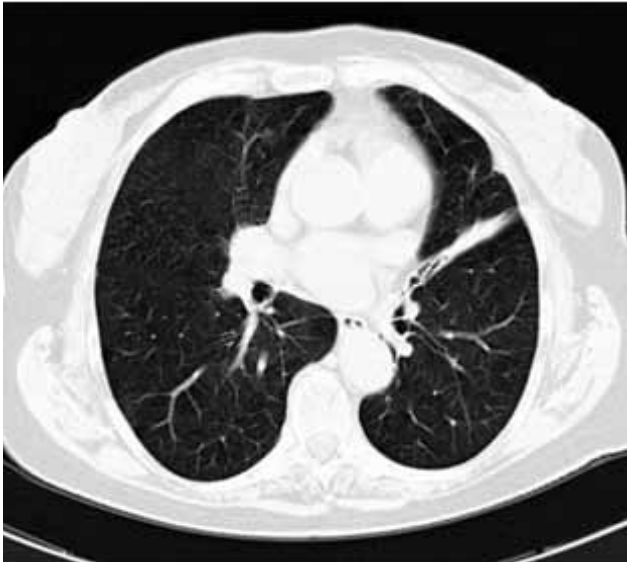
TC torácica: perda de volume e discreto desvio do mediastino para a esquerda, com banda de densificação parenquimatosa, localizada nas porções mais posteriores do lobo superior esquerdo e estendendo-se até à língula, com bronquiectasias de tracção no seu interior, em relação com alterações fibróticas residuais
